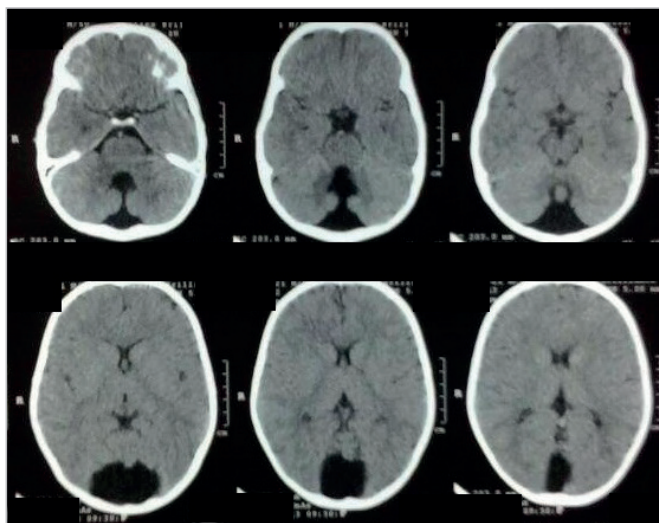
Tomografia computadorizada de crânio: cortes axiais que mostram a agenesia parcial dos vermis cerebelares e uma comunicação entre a fossa posterior e o quarto ventrículo.
